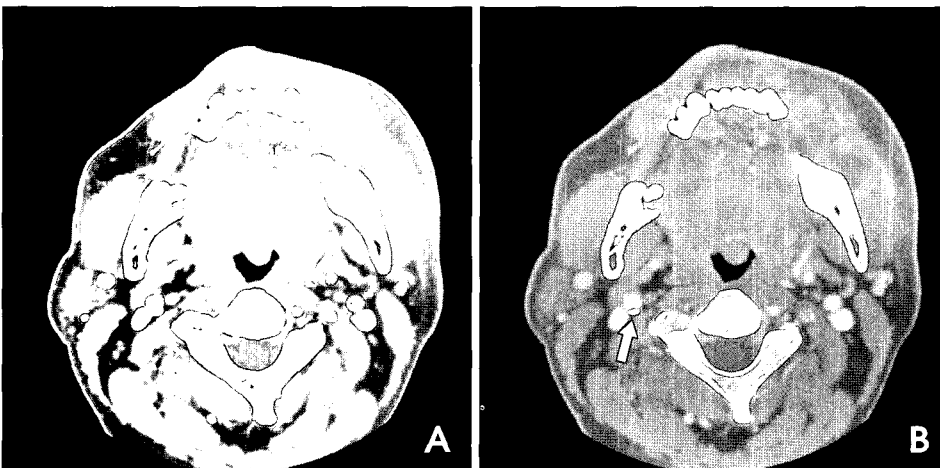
Enhanced computed tomograms of cervical region showing a carotid artery calcification in a 58-year-old man whose diagnosis was cellulitis. A. The contrast media fills the lumen of the carotid artery and the calcification is not distinguished. B. The window setting was optimized to show the calcified deposits, which is seen as a discrete, well-circumscribed region in the carotid wall that appears whiter (higher intensity) than the surrounding parenchyma and contrast-filled lumen.
